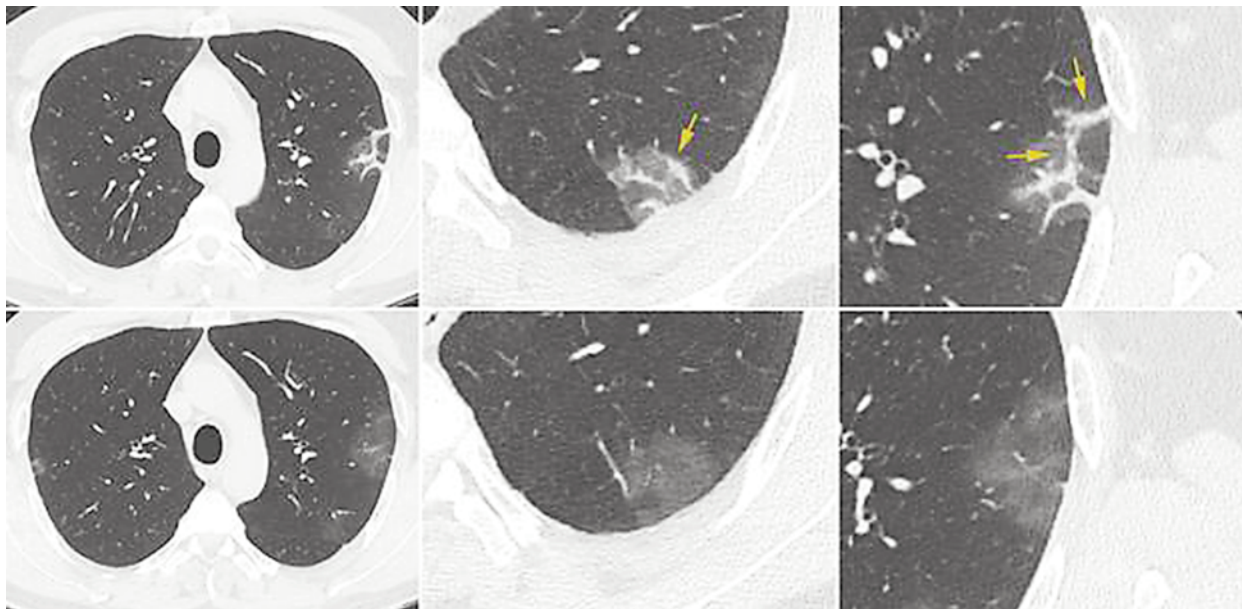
КТ ОГК в аксиальной проекции с увеличенными фрагментами на соответствующих уровнях. COVID-19. Верхний ряд — 24 мая 2020 г., нижний — 29 мая 2020 г. На фоне участков «матового стекла» отмечается исчезновение полосок консолидации (стрелки), часть из которых расположена по границам вторичной легочной доли. Природа этих консолидаций не до конца ясна
